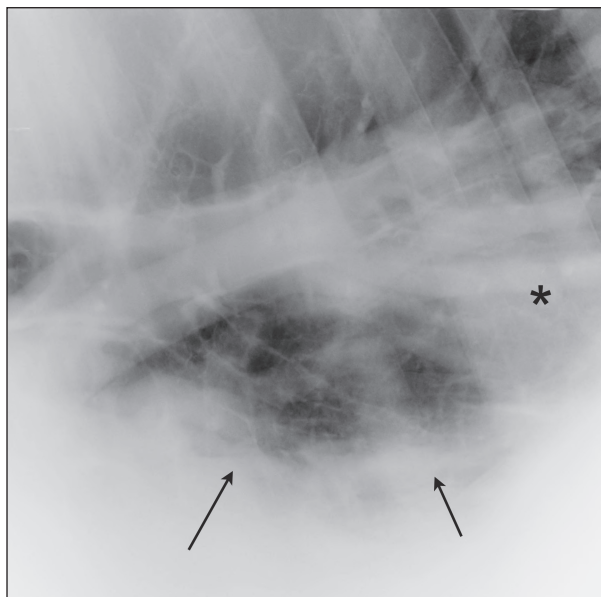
(Fall 2) Laterolaterale Röntgenaufnahme des kaudoventralen Lungenfelds mit homogen weichteilichter Verschattung (Pleuraerguss, Pfeile). Dorsal davon auf Höhe des kaudalen Ösophagus (*) unscharf begrenzte weichteilichte Verschattung in einer verdichteten Umgebung mit bronchialen Ringschatten und weichteilichten netzartigen Verschattungen.
